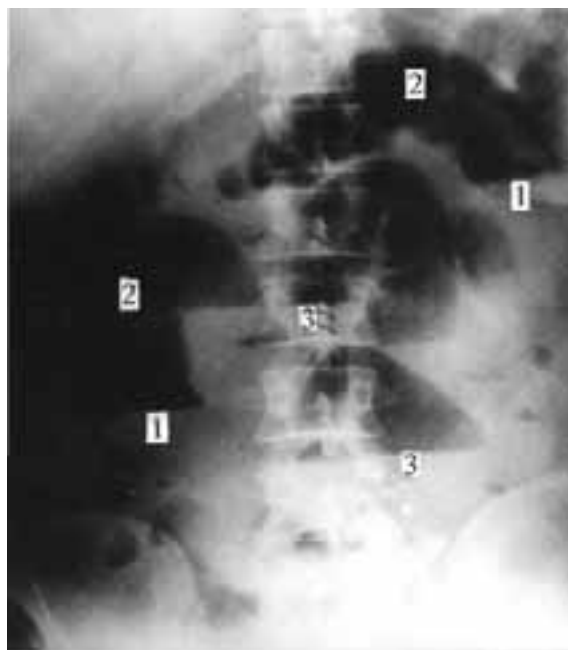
Обзорная рентгенограмма брюшной полости. Рак сигмовидной кишки. Субкомпенсированная ОТКН. (1 – уровни жидкости в ободочной кишке, 2 – пневматизация ободочной кишки, 3 – уровни жидкости в тонкой кишке).
